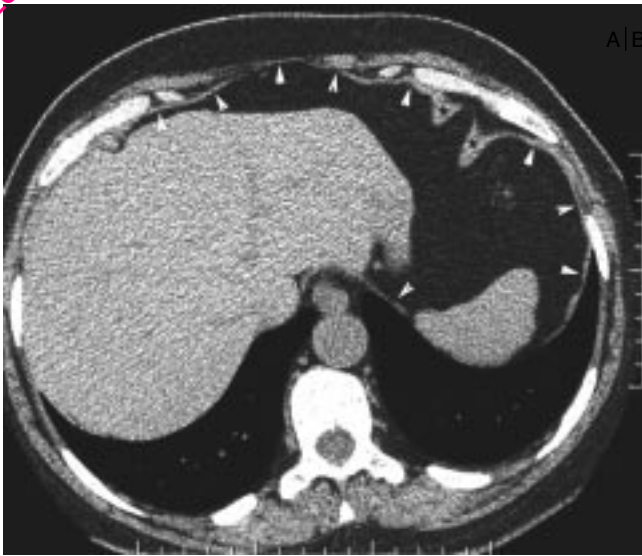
Insertions de la partie antérieure du diaphragme. Coupe TDM passant par le dôme hépatique. La partie antérieure (têtes de flèche) prend ici l'aspect d'un arc continu et régulier, légèrement ondulé dont la courbe concave en arrière se poursuit insensiblement avec les parties latérales. Noter la présence d'indentations périphériques oblongues sur la coupole gauche (astérisques).
